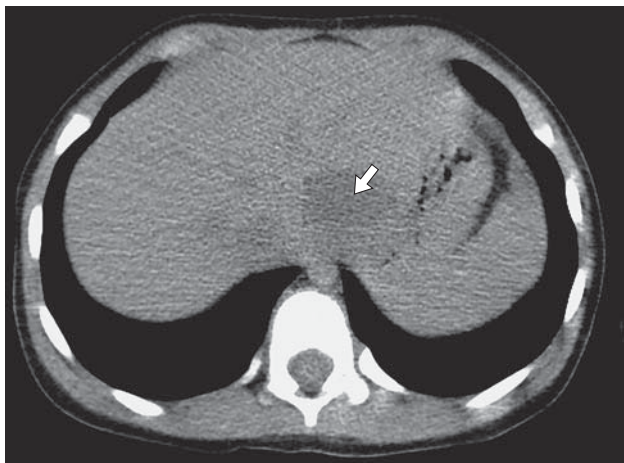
Компьютерная томограмма. Нативная фаза. В поддиафрагмальном пространстве клепеди от абдоминального отдела пищевода определяется округлое образование плотностью 28–30 HU (стрелка).
